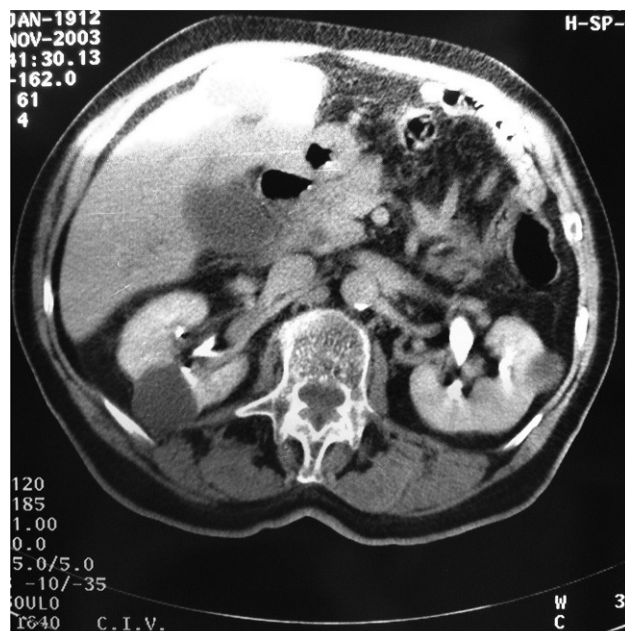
Tomografía computarizada abdominal: aumento del tamaño de la cabeza del páncreas y dilatación de la vía biliar intra y extrahepática.
